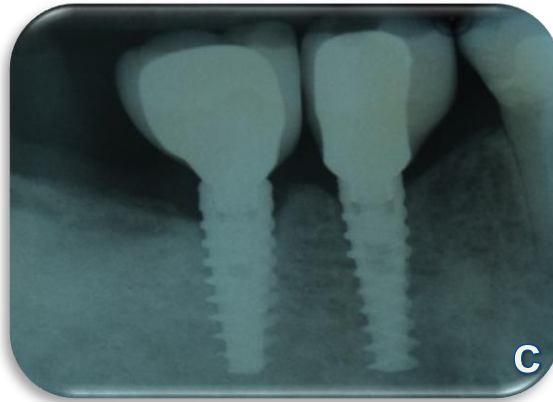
a.- Vista oclusal de las restauraciones atornilladas sobre los implantes b.- Obturación de las chimeneas con cinta teflón y resina fotopolimerizable, c.- Radiografía de control para corroborar el correcto asentamiento de las prótesis.
